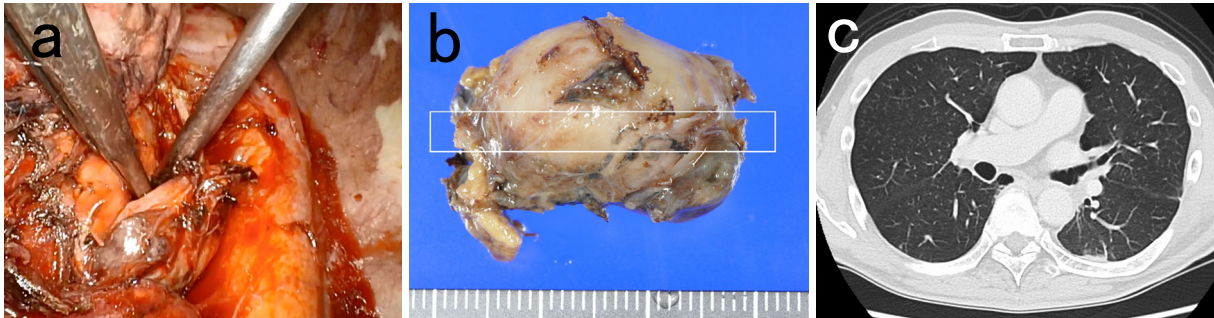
(a, b) A hard and swollen lymph node adjoining the left main bronchus, left main pulmonary artery, and upper left lobe was resected. (c) Chest CT. No recurrence was observed at six months after the surgery.
